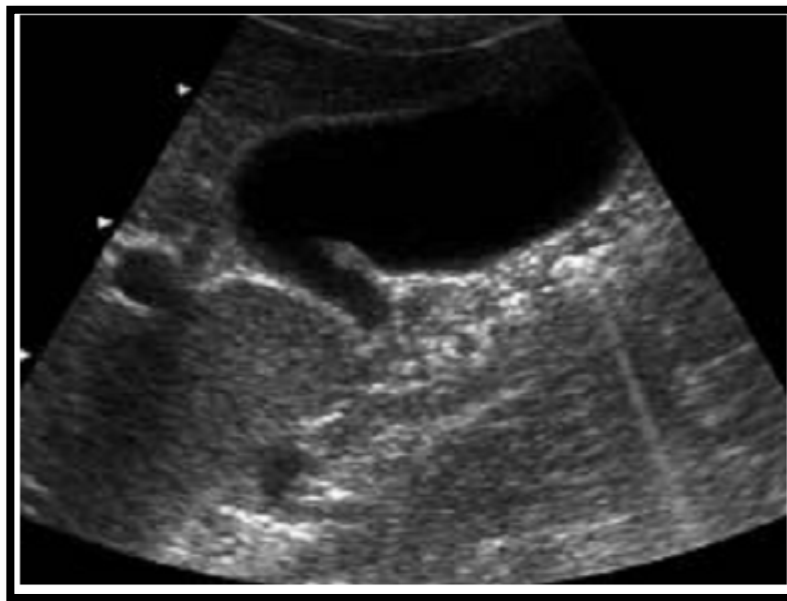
Aspect échographique d'une paroi vésiculaire normale. [44]
